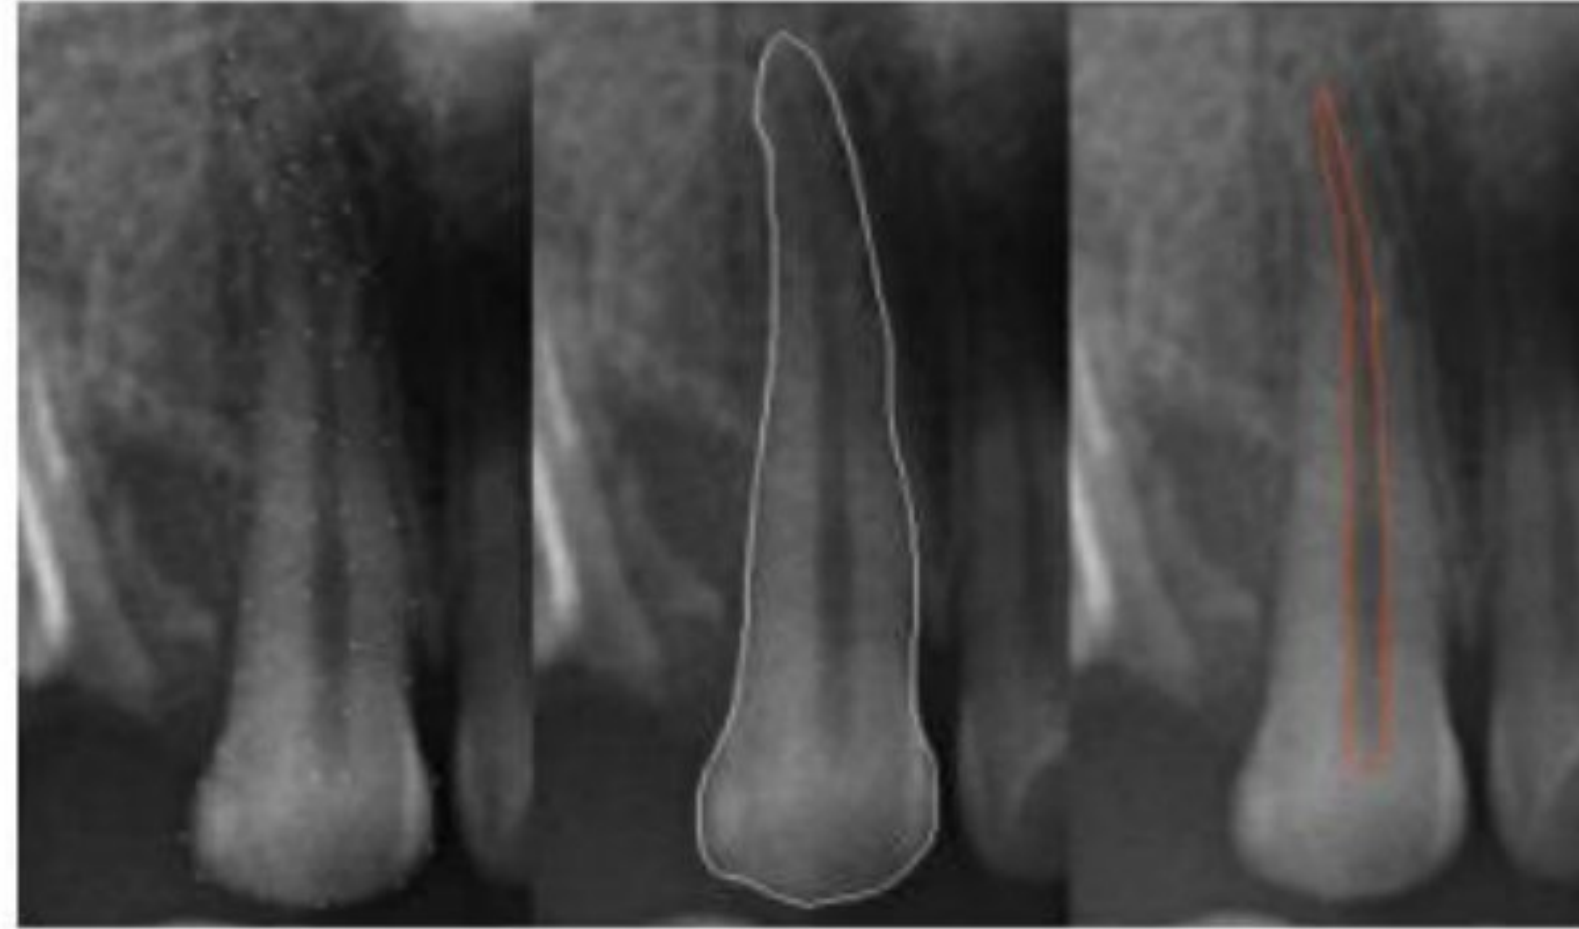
Hasil Foto Radiografi Panoramik pada Data *Post Mortem* Korban
